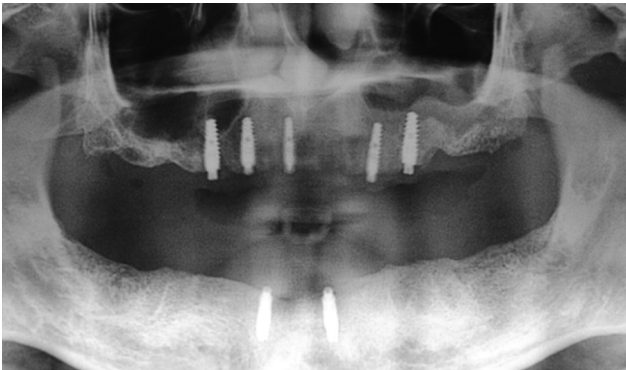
Radiografía panorámica, implantes dentales en ambos maxilares
